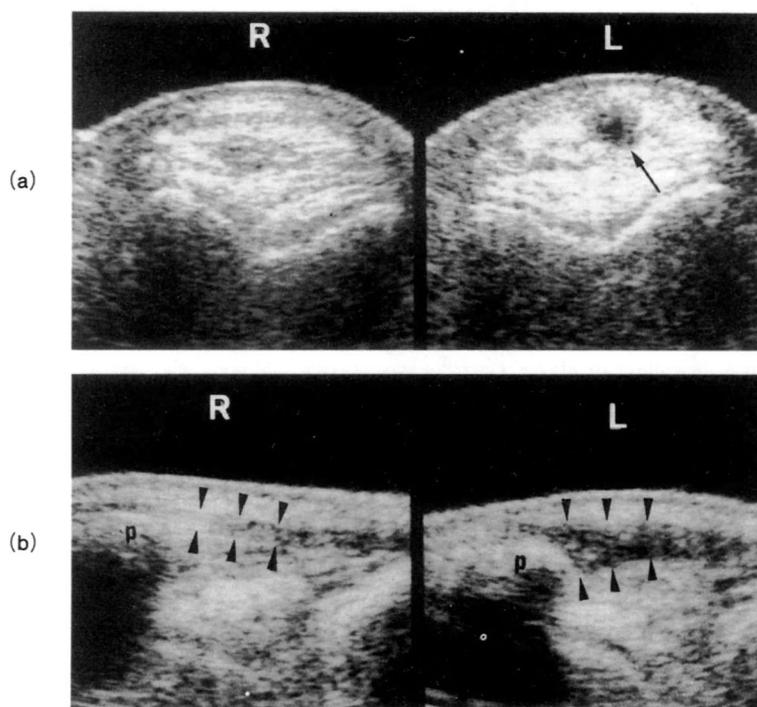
Case 1, Ultrasonographic image.
